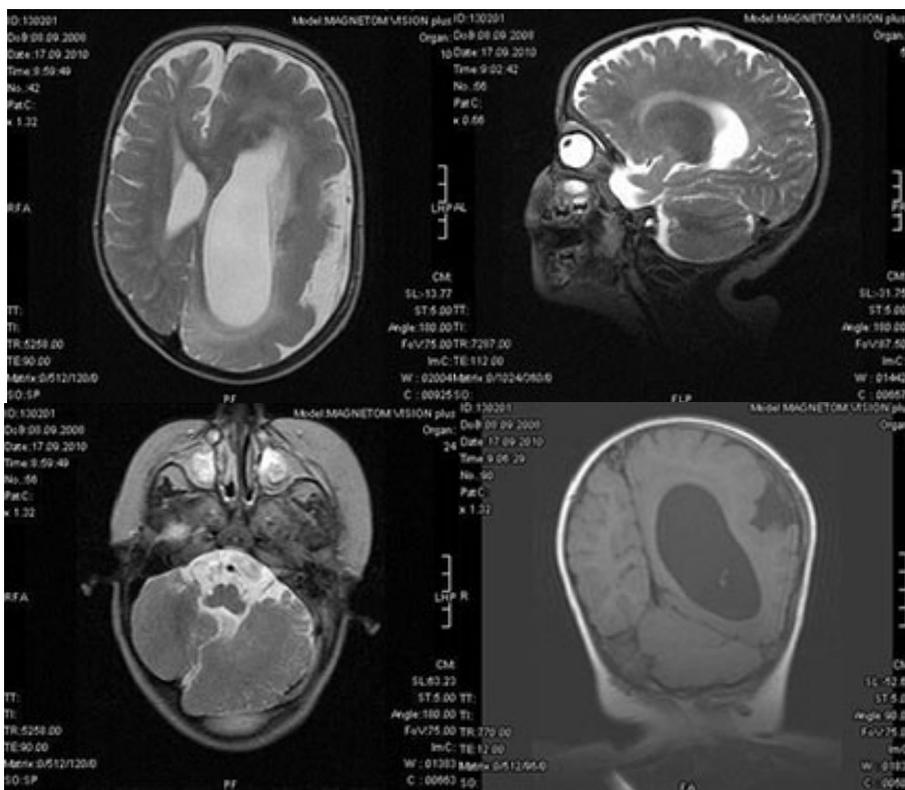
МР-томограммы головного мозга при туберозном склерозе (болезнь Бурневилля-Прингла).
